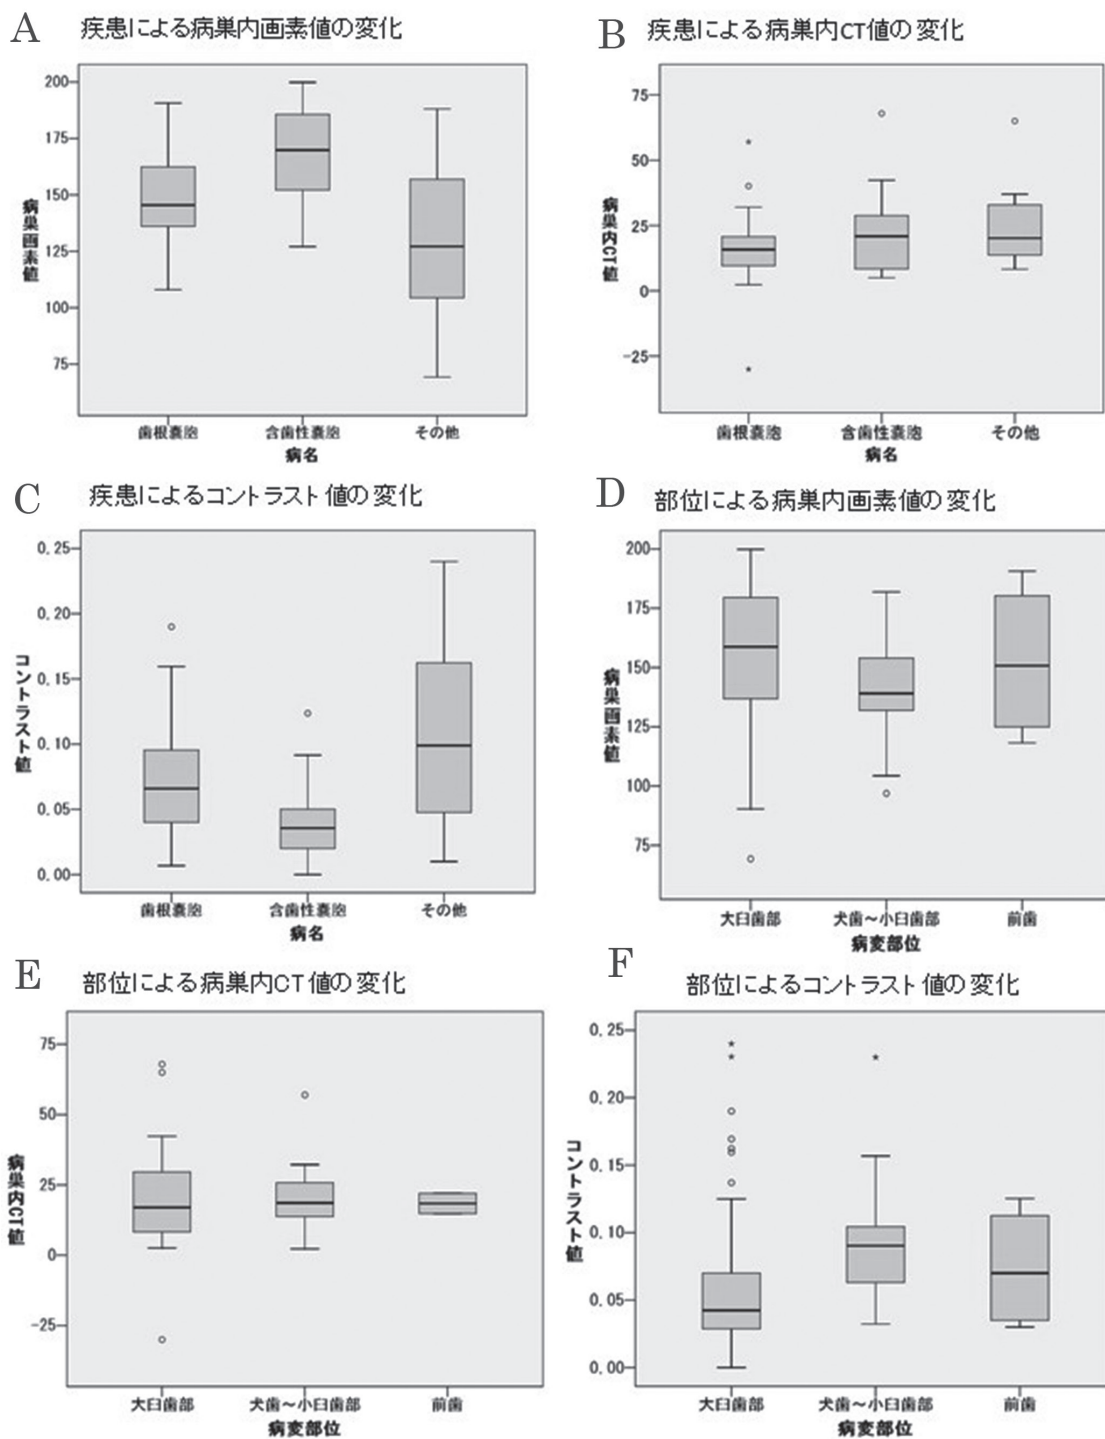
病変の種類と発生部位による病巣内画素値、コントラスト値および病巣内CT値
